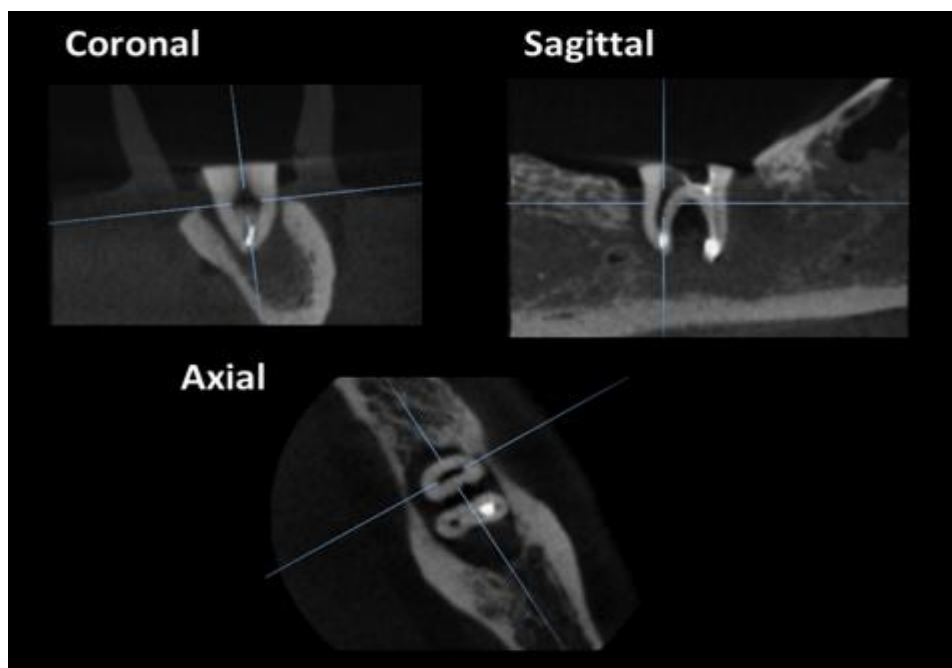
Images CBCT d'une molaire inférieure (reconstructions coronales, sagittales et axiales). Les lignes d'orientation sont sur le canal distal avec un instrument endodontique fracturé. [97]
